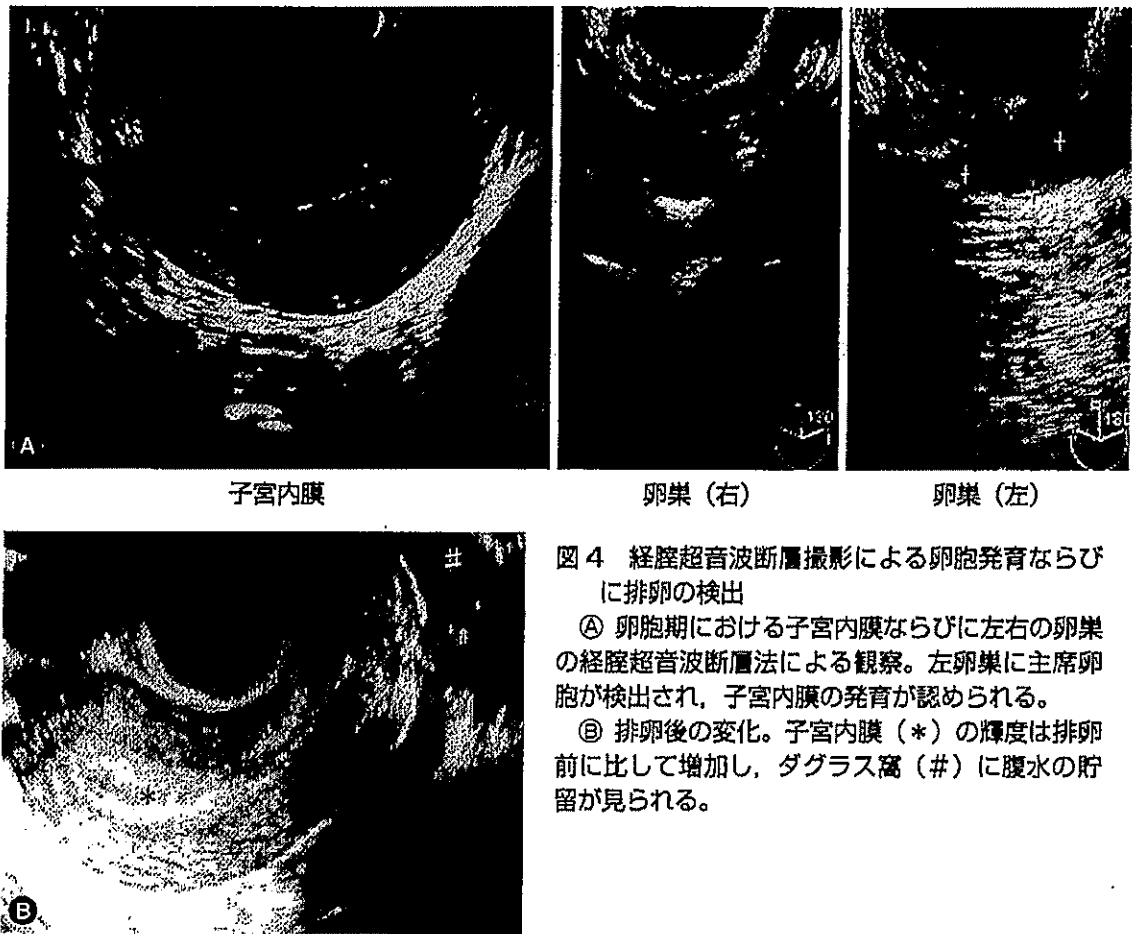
経腔超音波断層撮影による卵胞発育ならびに排卵の検出
